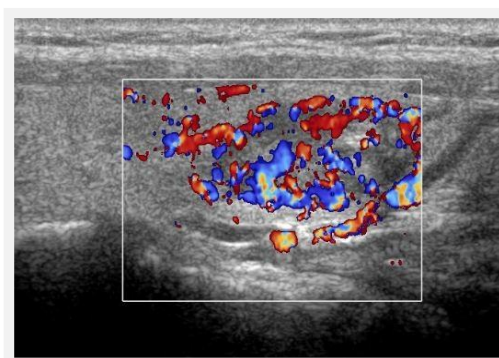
Eco-color-doppler:
